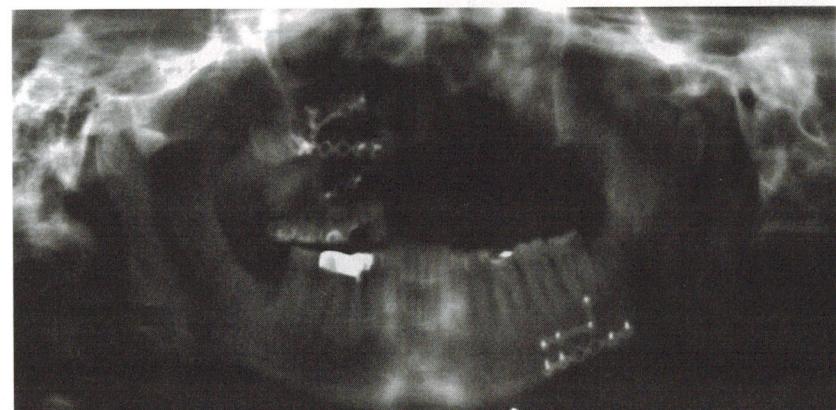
Ортопантомограмма.
